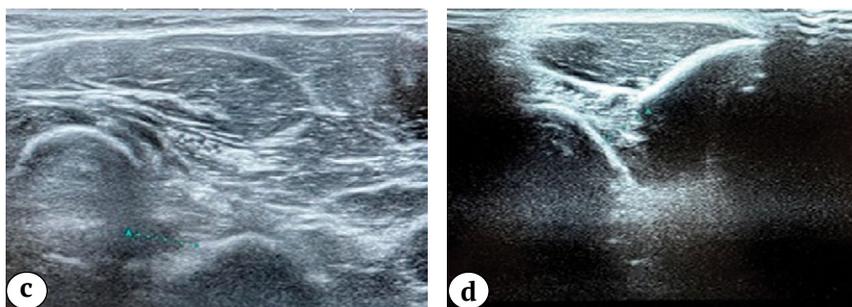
(с, d). Пример измерения ПРУП при разрыве ДСДМП: с, d — УЗИ (волярный и тыльный доступы в положении пронации и супинации предплечья)
